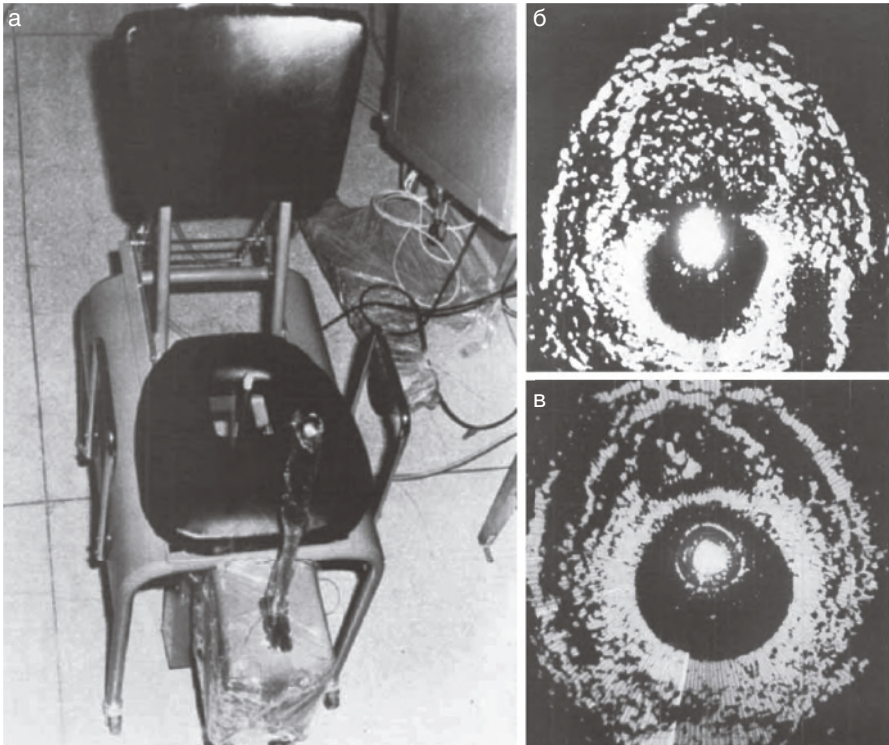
а — стул Ватанабэ; б — пациент с доброкачественной гиперплазией предстательной железы; в — рак предстательной железы (материал воспроизведен с разрешения John Wiley & Sons, Inc. Watanabe H. и соавт. Development and application of new equipment for transrectal ultrasonography // J. Clin. Ultrasound, 1974. Vol. 2(2). P. 91–98. Copyright 1957 John Wiley & Sons, Inc)
